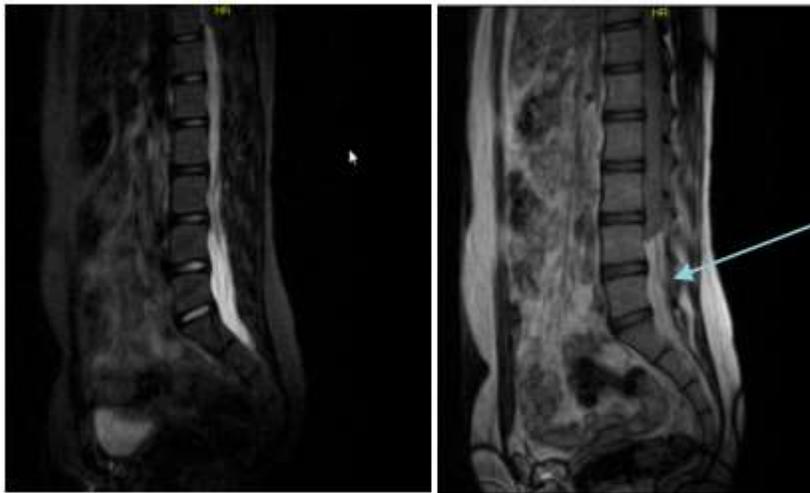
Resonancia magnética nuclear. Imagen hiperdensa D12-L5.
